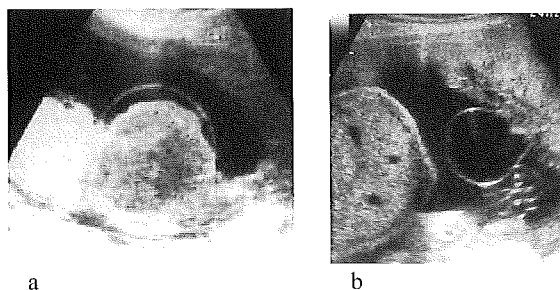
a: 羊膜下血腫 (Sepulveda W et al, 2000, Ultrasound Obstet Gynecol¹⁵⁾ より引用)。
